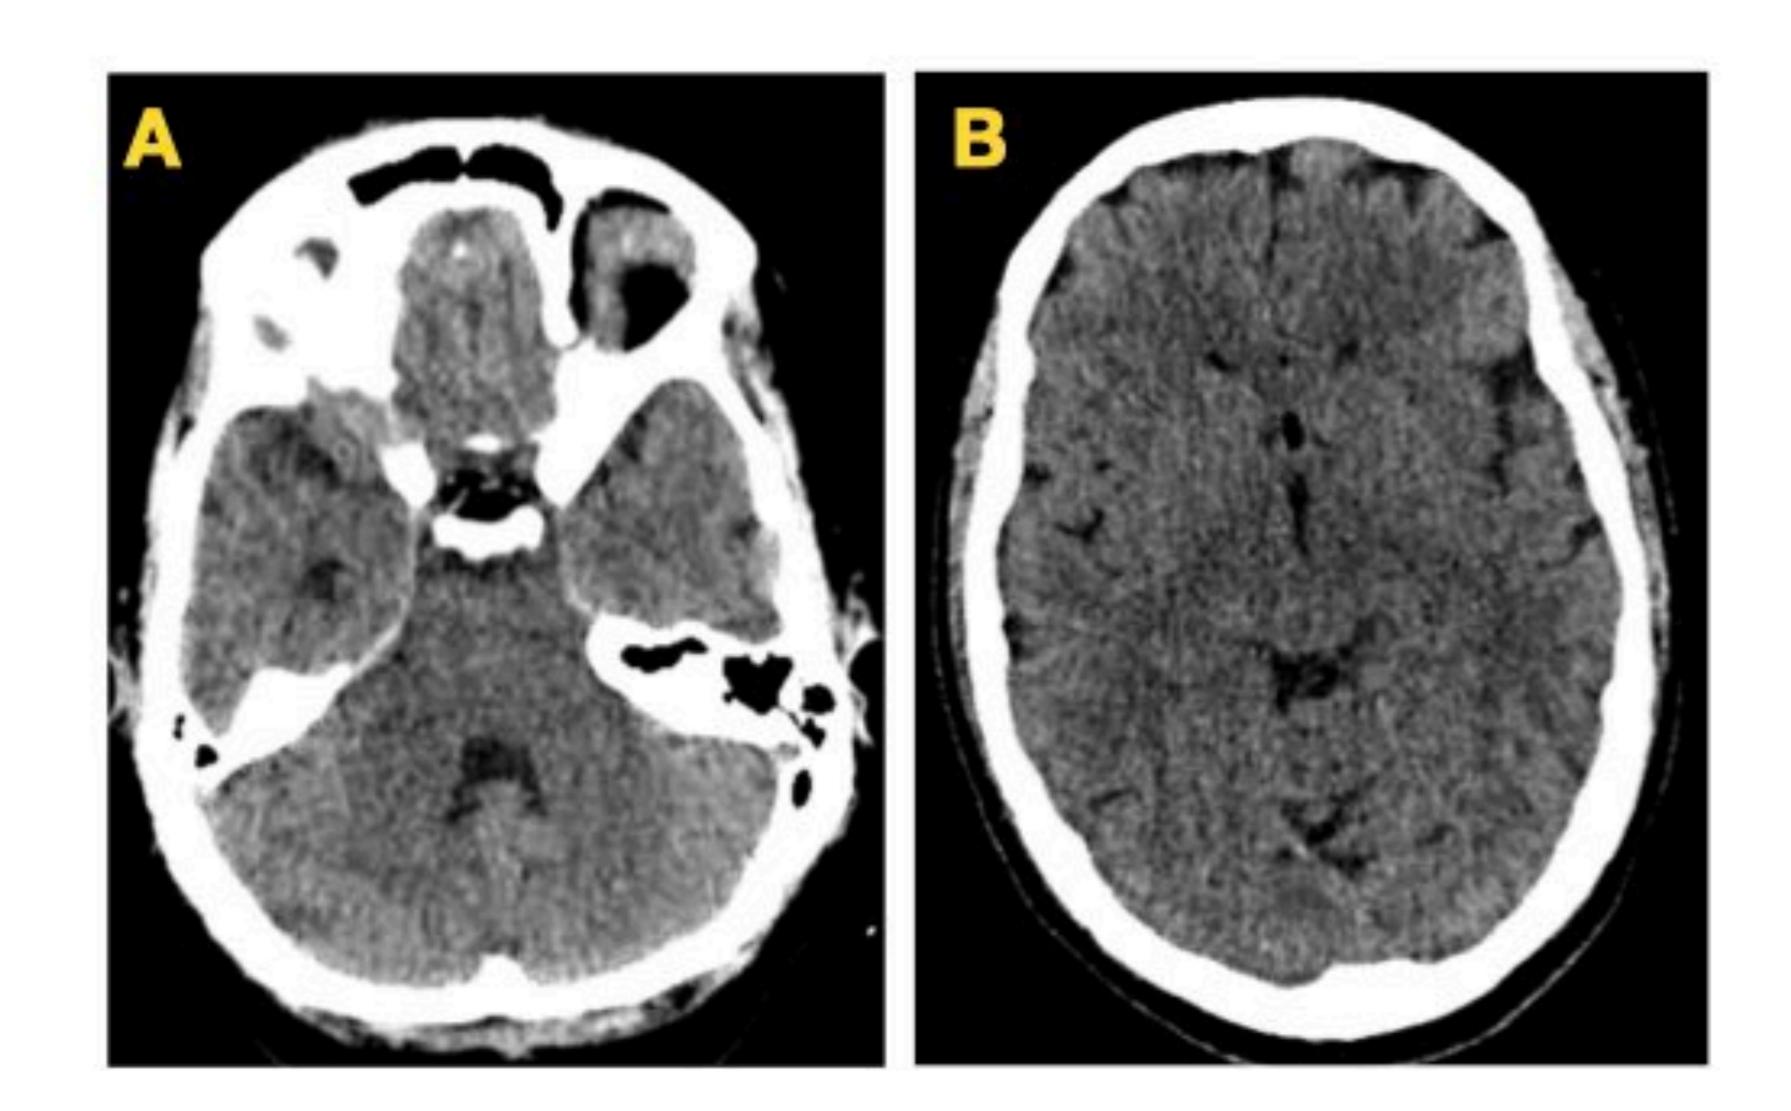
Paciente con enfermedad de Cushing, intervenida de microadenoma secretor de ACTH. A las 3 semanas luego de la cirugía consulta por rinorraquia, se realiza TC y se evidencia neumoencéfalo a nivel selar (A) e interhemisférico frontal (B).
